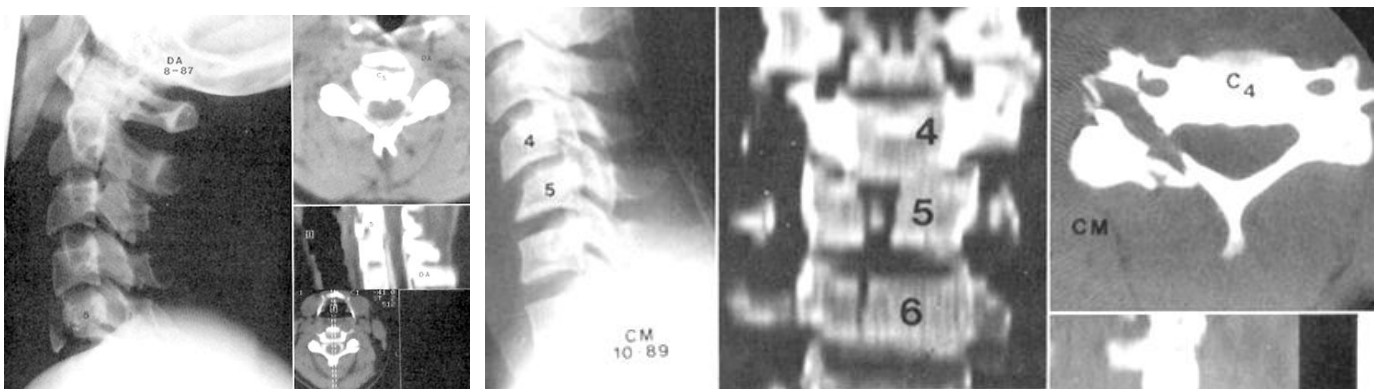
Рентгенограма та КТ шийного відділу хребта
